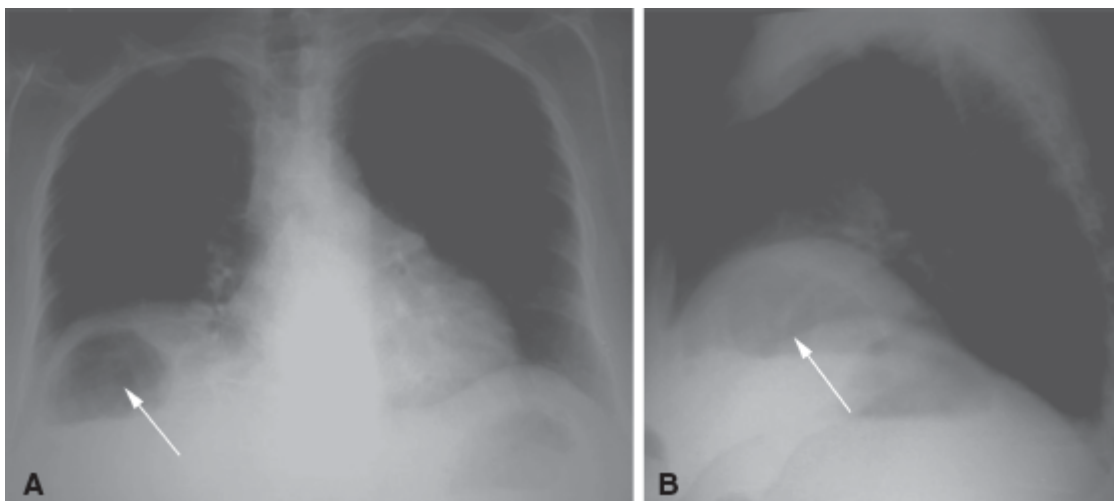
Síndrome de Chilaiditi. Radiografia do tórax na projeção posteroanterior (A) e perfil (B). Insinuação de alça intestinal com morfologia colônica (*seta* em A e B) entre a hem cúpula diafragmática direita e a reborda superior hepática, caracterizando a síndrome de Chilaiditi.
